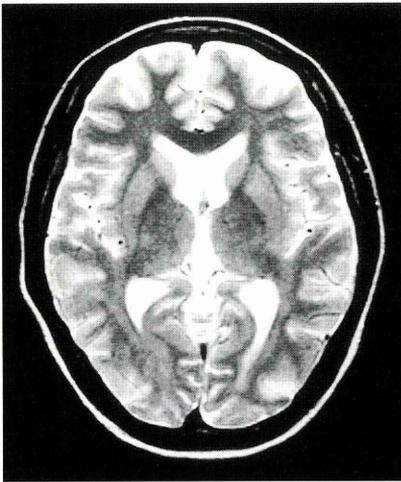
9月2日頭部 MRI: 両側後頭葉の高信号域は diffusion で不明瞭, T2 強調画像では範囲が縮小している。浮腫の軽減と考えられた。
